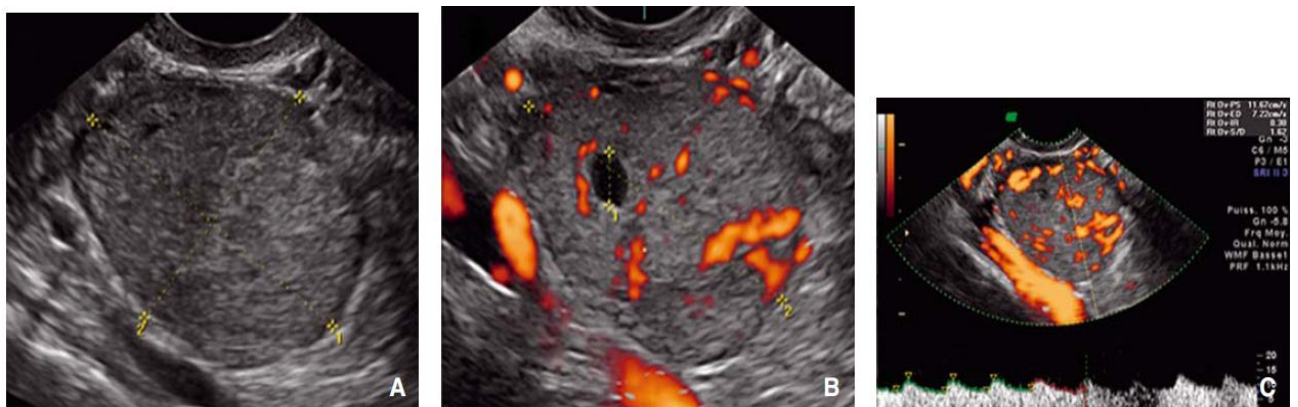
Une échographie montrant des Tumeurs de Sertoli-Leydig.
